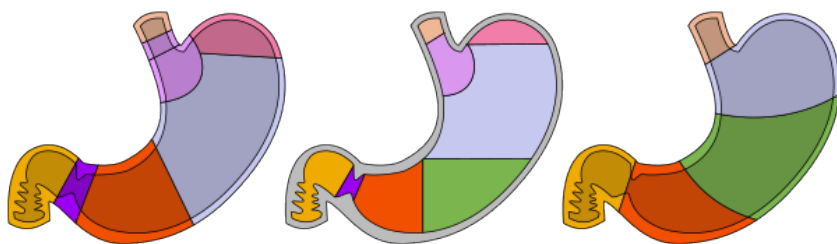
Разделение желудка на отделы: а) анатомическое, б) рентгенологическое, в) согласно японским рекомендациям по раку желудка [оригинальный рисунок].
